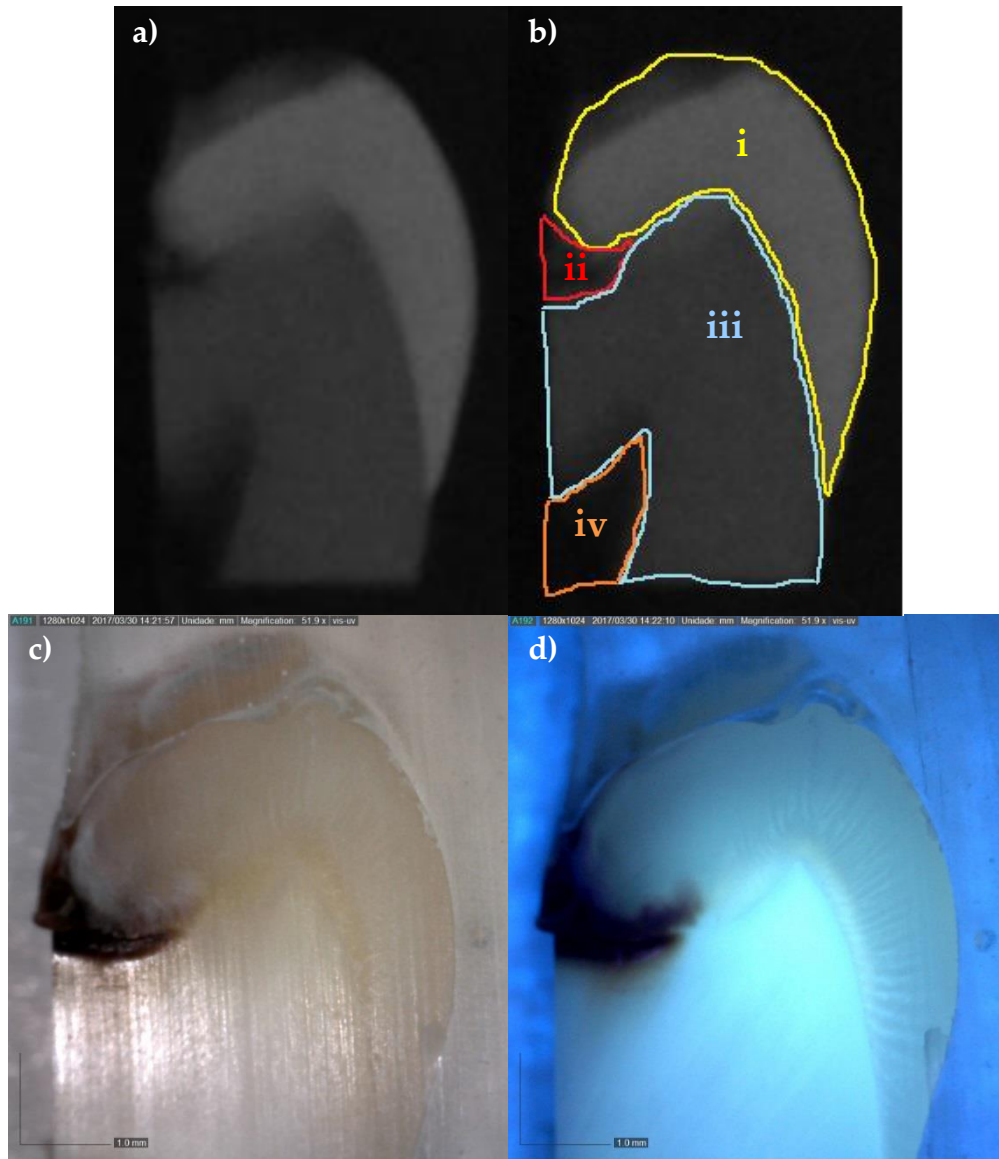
Imagens adquiridas para o espécime A7. a) Radiografia; b) radiografia analisada de forma a indicar as estruturas: i) esmalte; ii) dentina infectada iii) dentina sã e iv) cavidade pulpar; c) imagem adquirida por microscópio digital com iluminação de luz branca e d) imagem adquirida por microscópio digital com iluminação UV.
